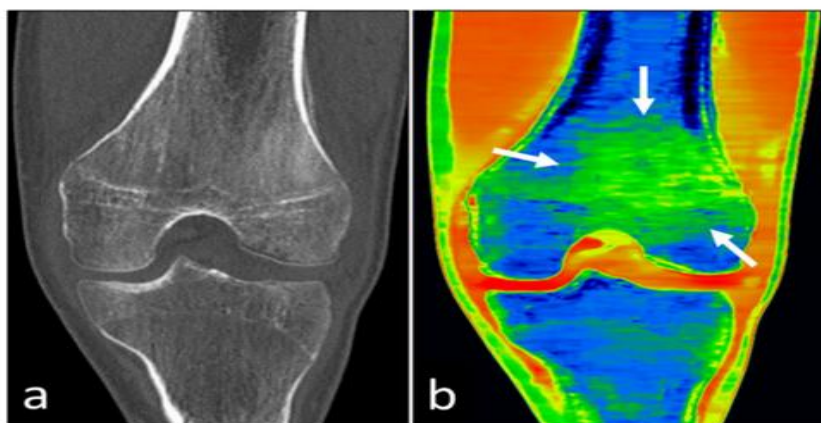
Fratura distal do fémur visível na radiografia b) imagem do EMB, o edema é visualizado na mesma área da fratura (setas)
